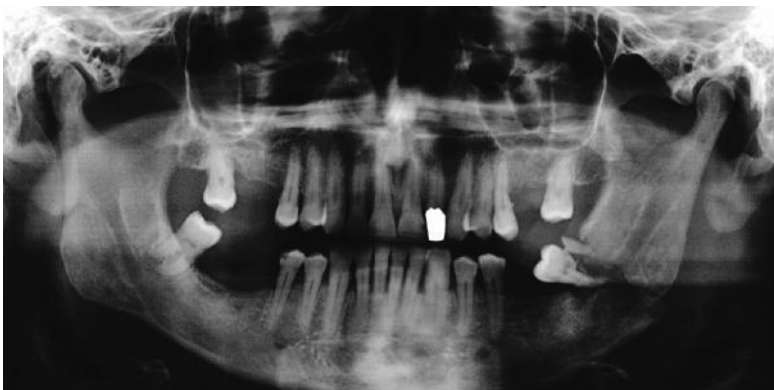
Drei Wochen alte Kieferwinkel-fraktur bei einem Patienten, der sich erst mit einem perimandibulären Abszess in Behandlung begab. Im Röntgenbild deutliche Osteolyse im Bereich des Frakturspals als Zeichen einer Bruchspaltosteomyelitis.
